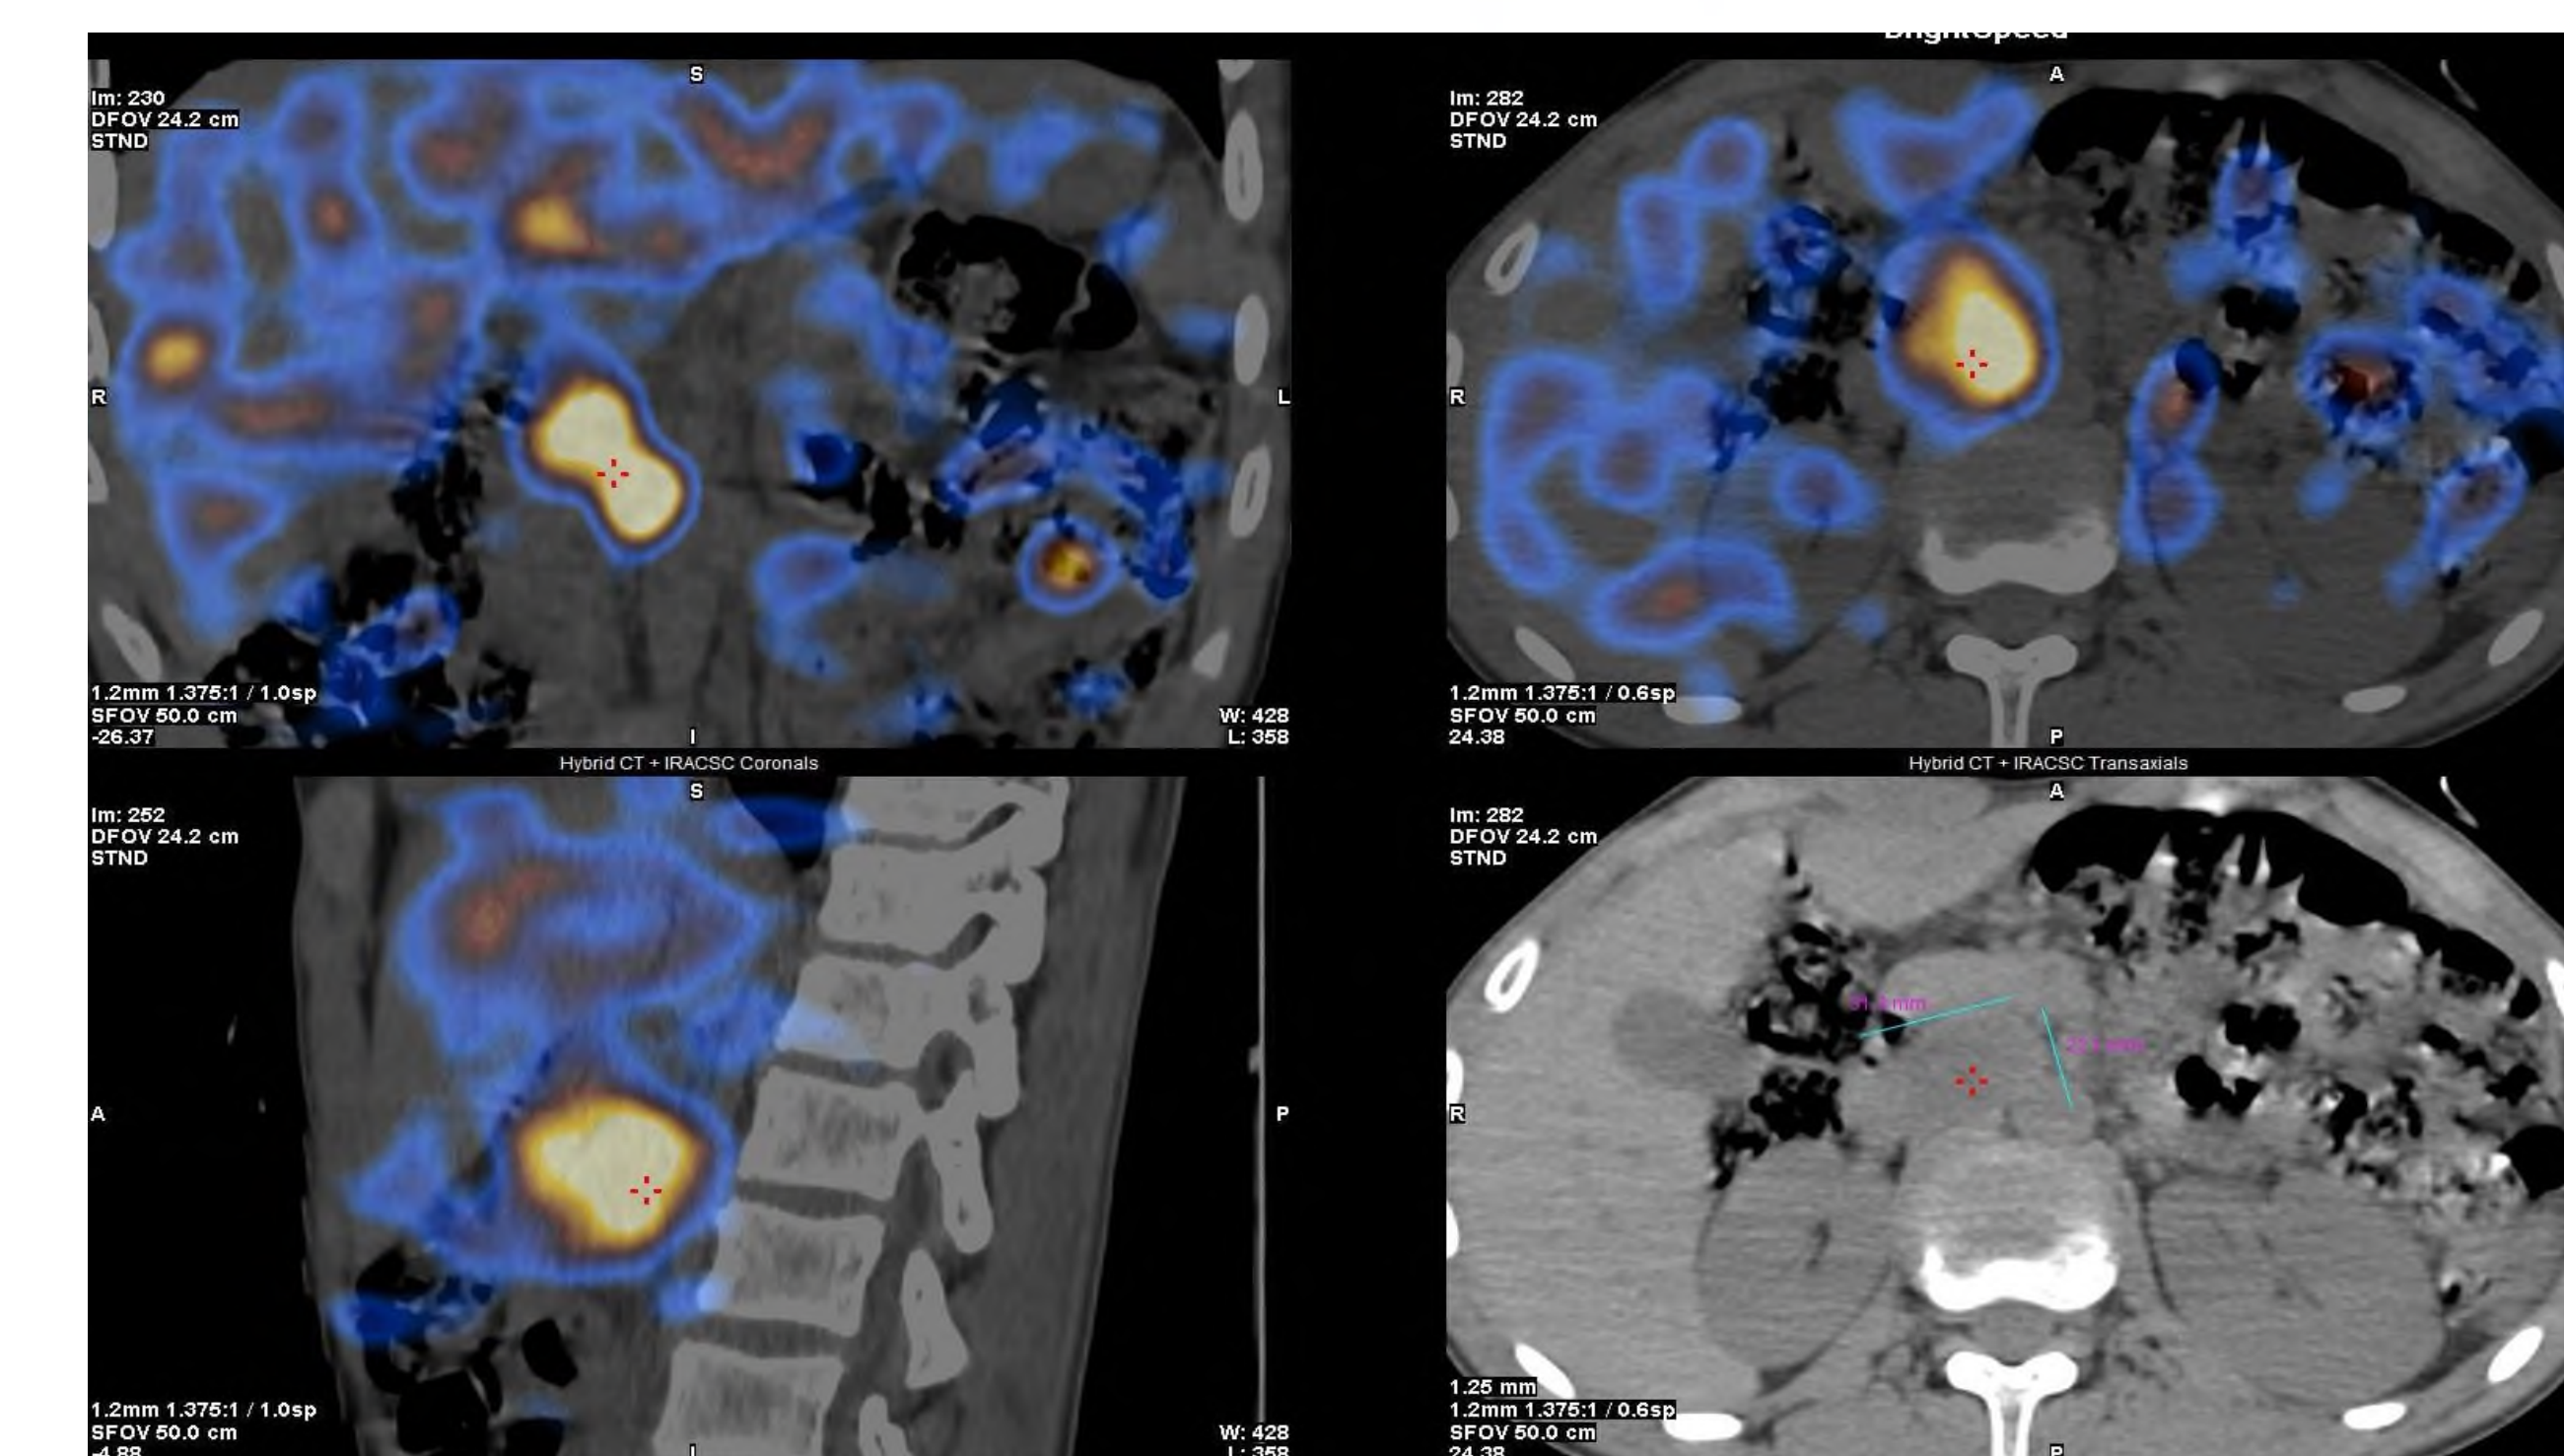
Сцинтиграфия с ¹²³I – MIBG + ОФЭКТ-КТ
